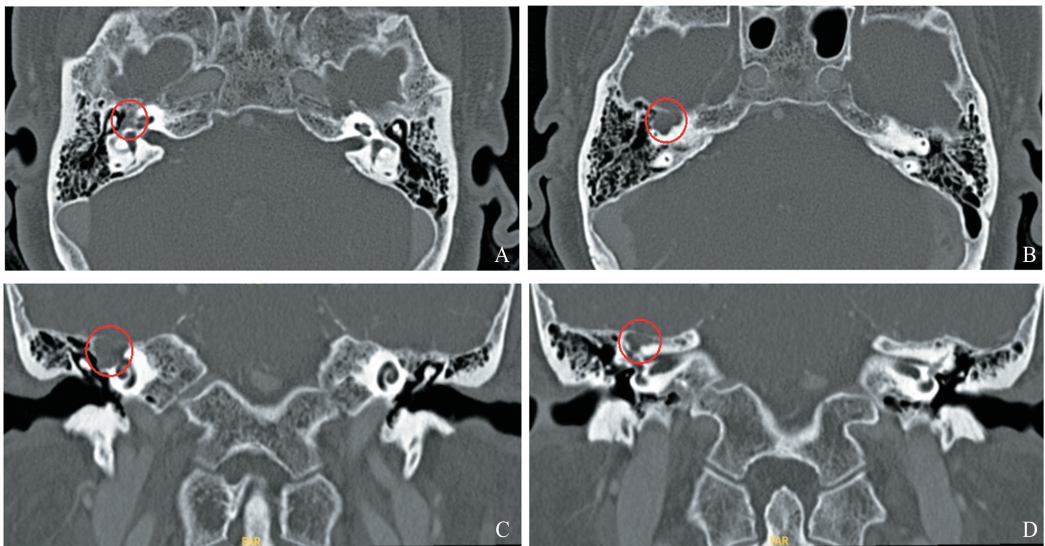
颞骨 HRCT 提示右侧鼓室占位,半规管、耳蜗骨质部分缺损(红色圆圈)
